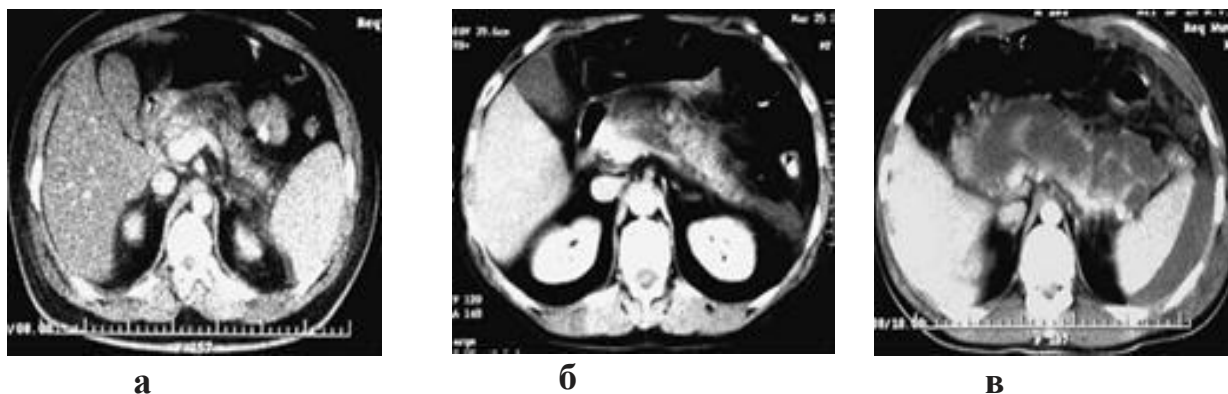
Компьютерные томограммы с контрастным усилением:
